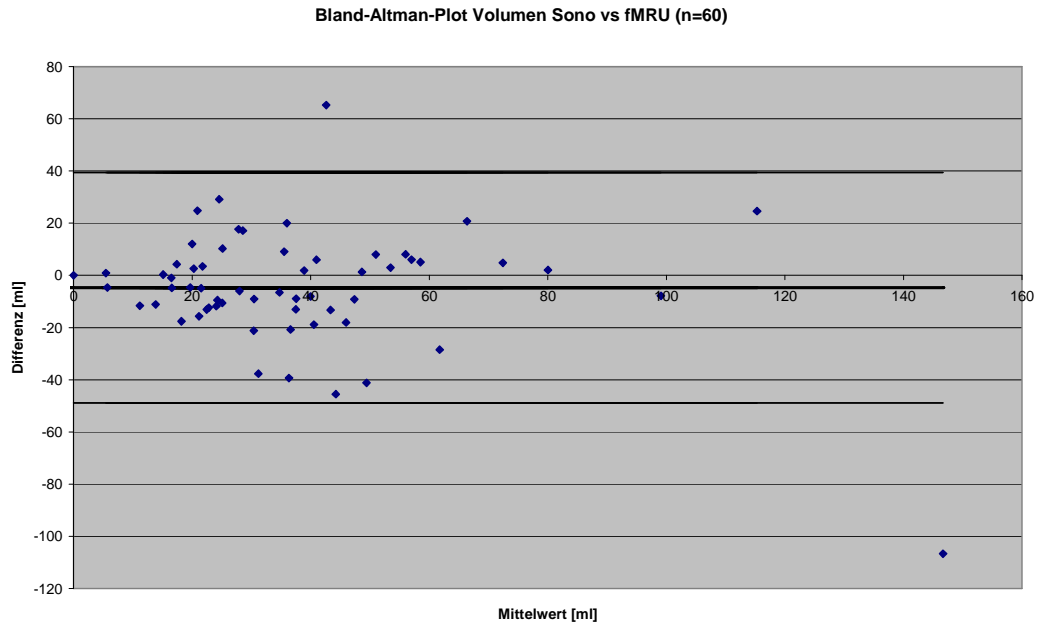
Bland-Altman Plot Volumenbestimmung sonographisch versus Segmentation
